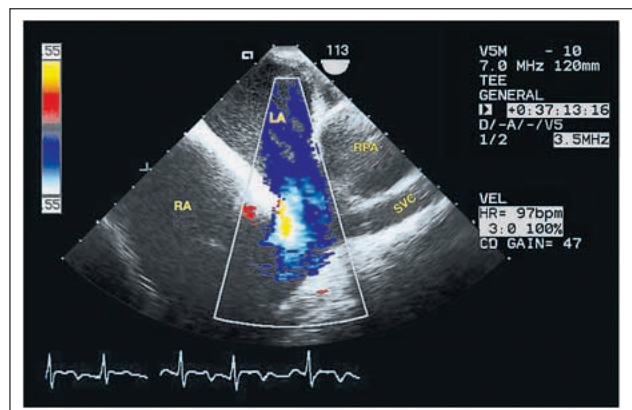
Transösophageale Studie, Längsschnitt in der Ebene der Vena cava superior: farbdopplersonographische Darstellung des Links-Rechts-Shunts durch den Sinus-venosus-Defekt (LA = linker Vorhof, RA = rechter Vorhof, SVC = Vena cava superior)
